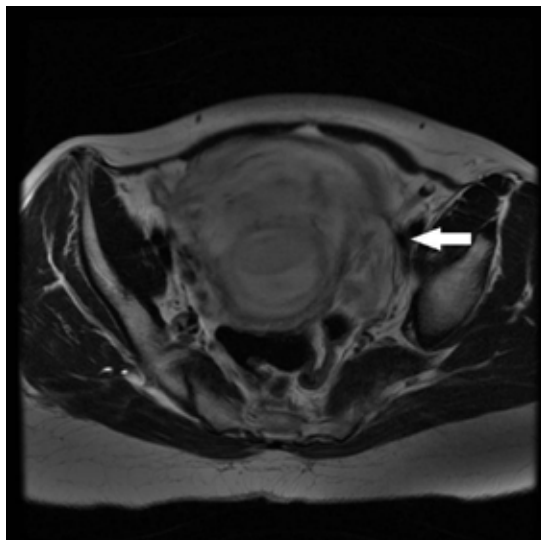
Imagen de RMN en secuencia T2. Se observa formación nodular con componente quístico heterogéneo, en zona parauterina izquierda por detrás de la vejiga, compatible con formación anexial.
